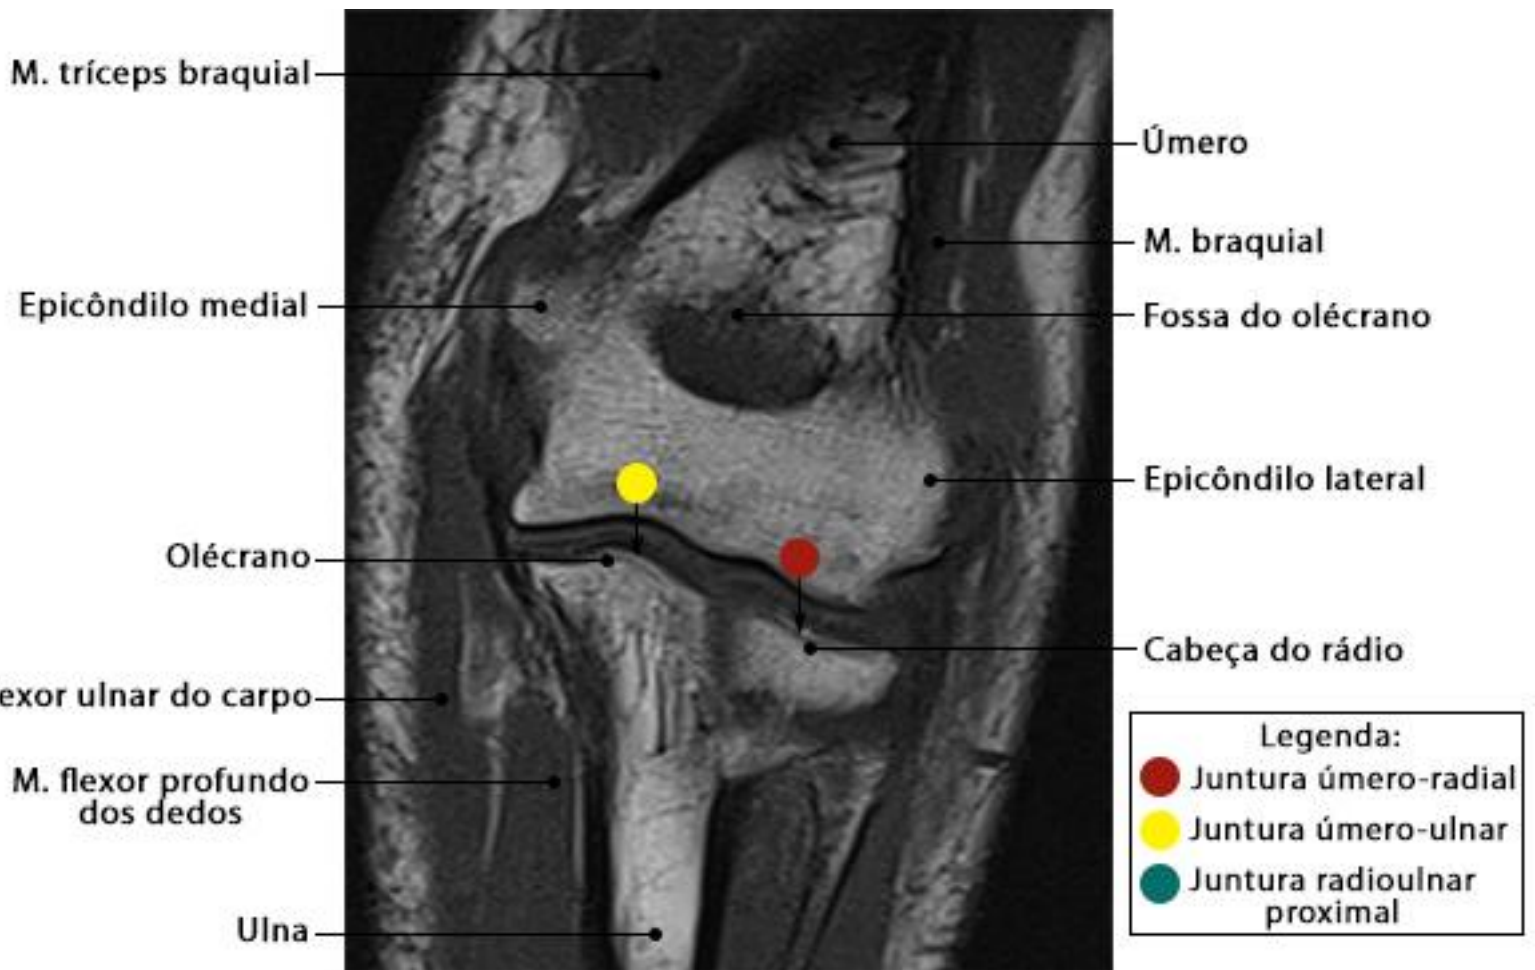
RM do cotovelo em corte coronal com ponderação T1
